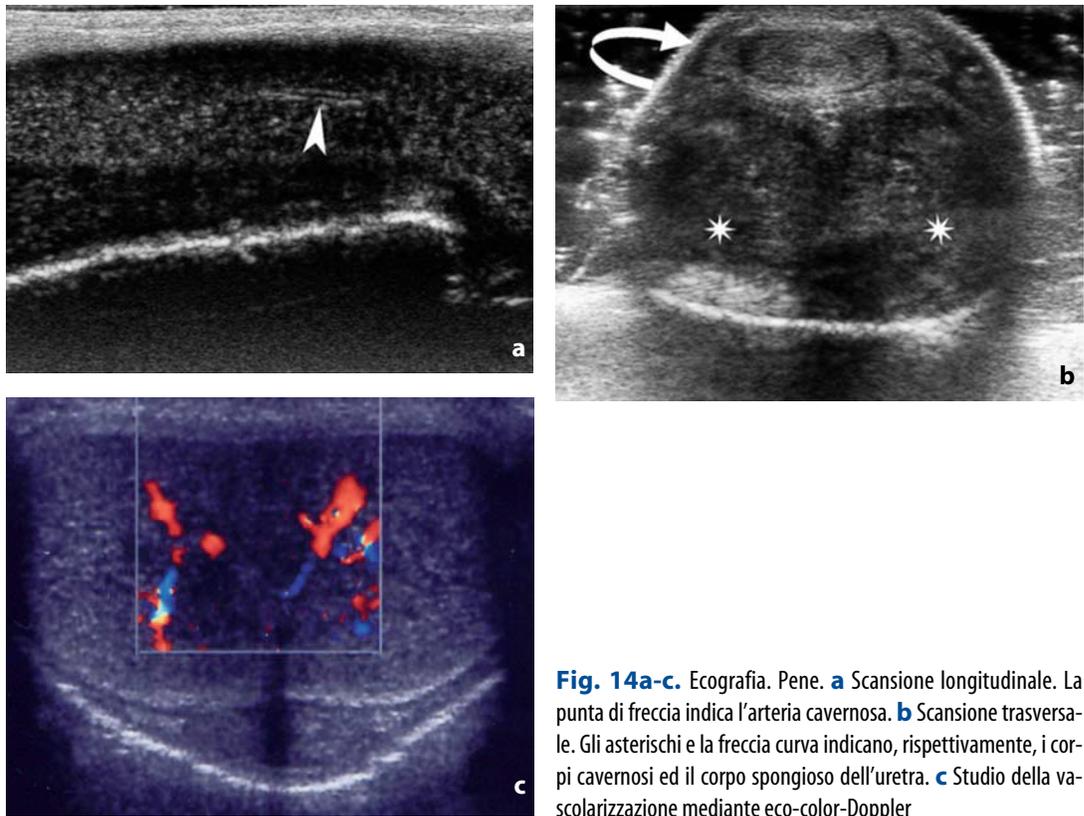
Ecografia. Pene. a Scansione longitudinale. La punta di freccia indica l'arteria cavernosa. b Scansione trasversale. Gli asterischi e la freccia curva indicano, rispettivamente, i corpi cavernosi ed il corpo spongioso dell'uretra. c Studio della vascolarizzazione mediante eco-color-Doppler
